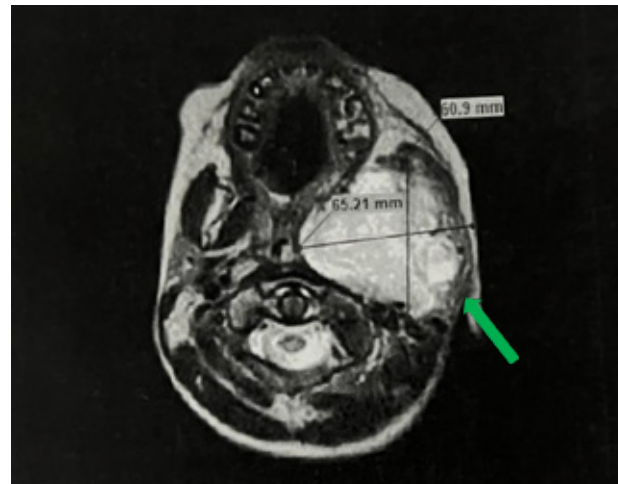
Resonancia magnética nuclear. Corte axial. La lesión oblitera la nasofaringe, obstruye y desplaza la vía aérea superior.
